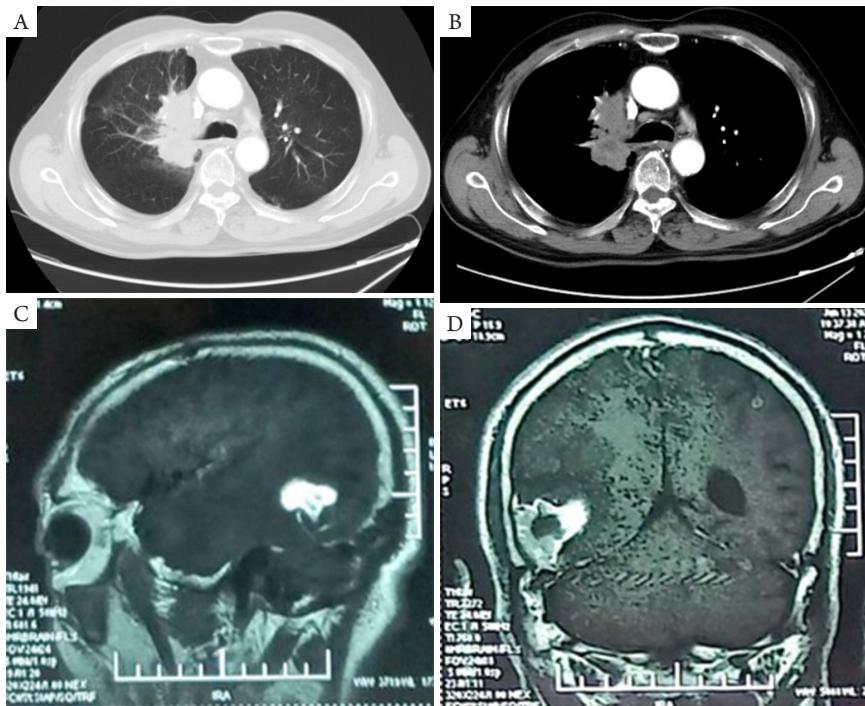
患者入院时的胸部强化CT及头颅MRI检查。A, B: 胸部CT示右肺上叶及右肺门区病变, 最大横截面积约89 mm × 53 mm; C, D: 头颅MRI示右侧颞枕叶富血供肿瘤, 左侧顶叶异常强化。CT: 计算机断层扫描; MRI: 磁共振
